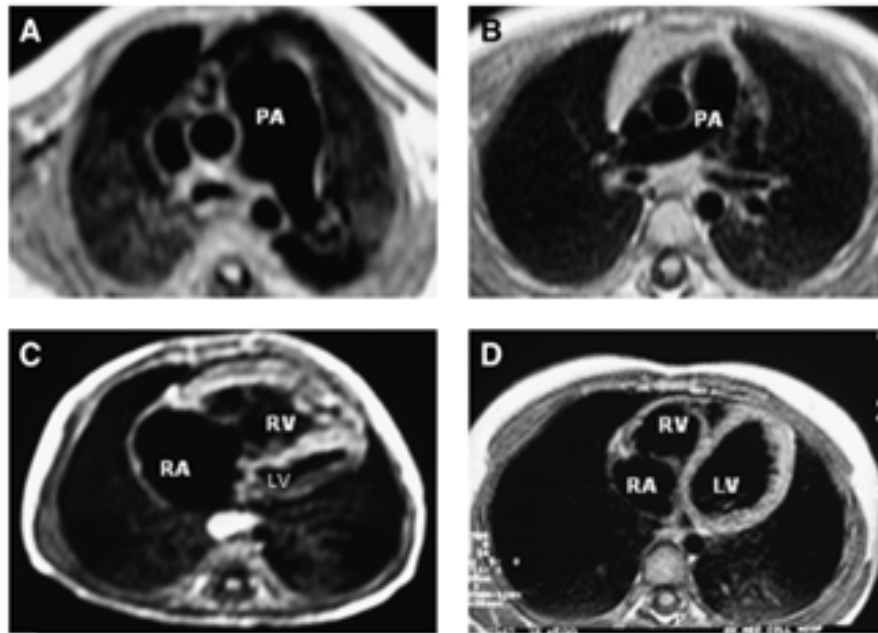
Heart plane-axis images of magnetic resonance imaging (MRI) showed that the pulmonary artery was significantly enlarged in patients with high altitude pulmonary hypertension (A) when compared to control subject (B). There was a marked enlargement of the right atrium chamber and hypertrophy of the right ventricle in patients with high altitude pulmonary hypertension (C) when compared with control subjects (D). PA, pulmonary artery; RA, right atrium; RV, right ventricle; LV, left ventricle.
